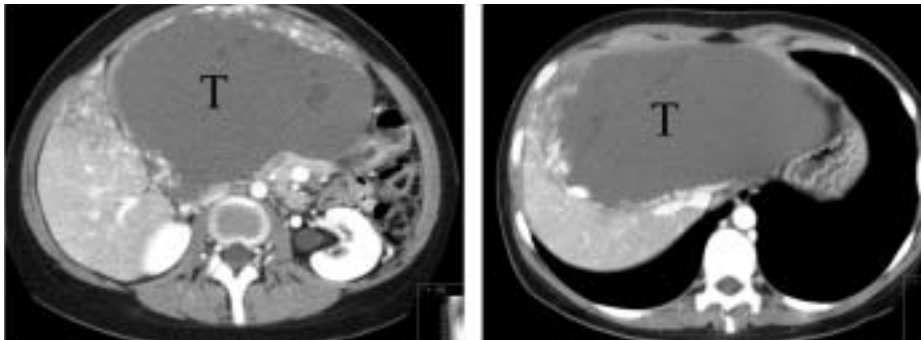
CT av øvre abdomen viser tumor (T) og dens relasjon til v. cava inferior (v.c.) og de tre levertener (v.h)
